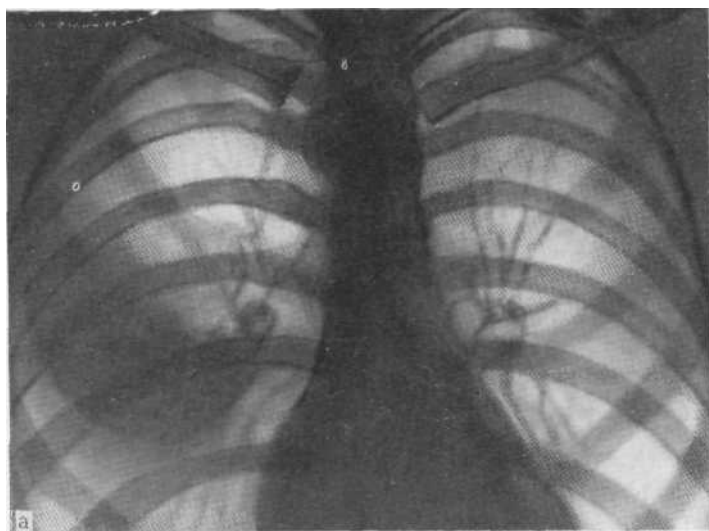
Обзорные рентгенограммы (а, б), выполненные с интервалом в один день у больного с эозинофильной пневмонией.
